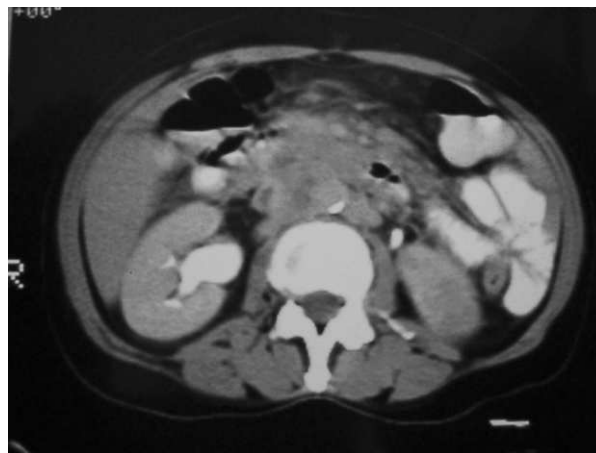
Tomografía computarizada de abdomen: adenomegalias peritoneales.
